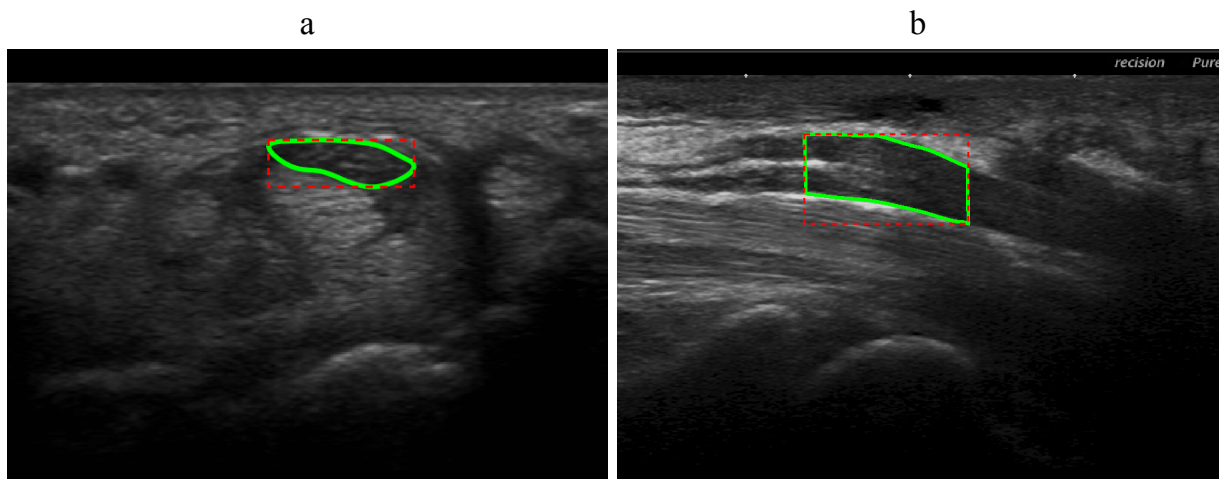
Images a) transverse et b) longitudinale du nerf médian au niveau du tunnel carpien par ultrasonographie. Notez la délimitation des ROIs en vert sur le contour du nerf médian
